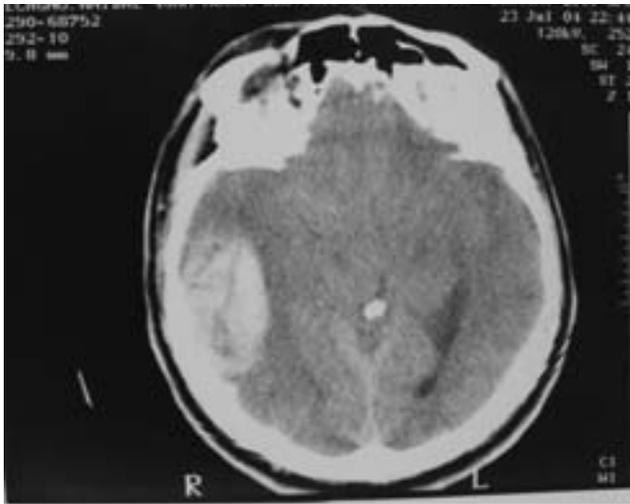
TC de cráneo que muestra el hematoma intraparenquimatoso temporoparietal derecho. Se ve un ligero desplazamiento de la calcificación de la glándula pineal hacia la izquierda.
